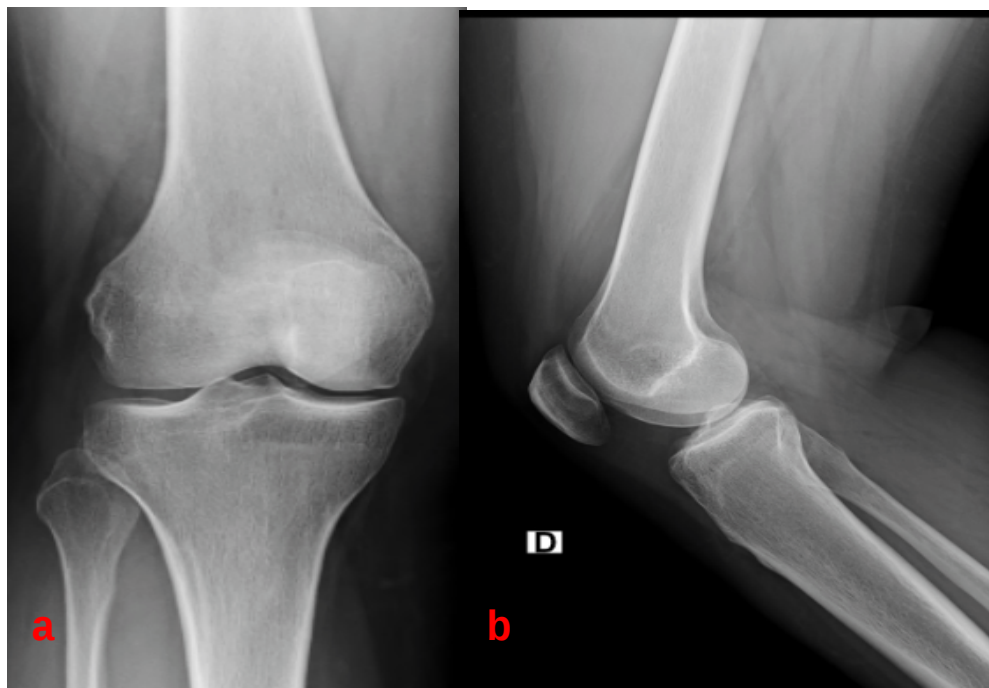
Radiographie standard de l'articulation du genou
